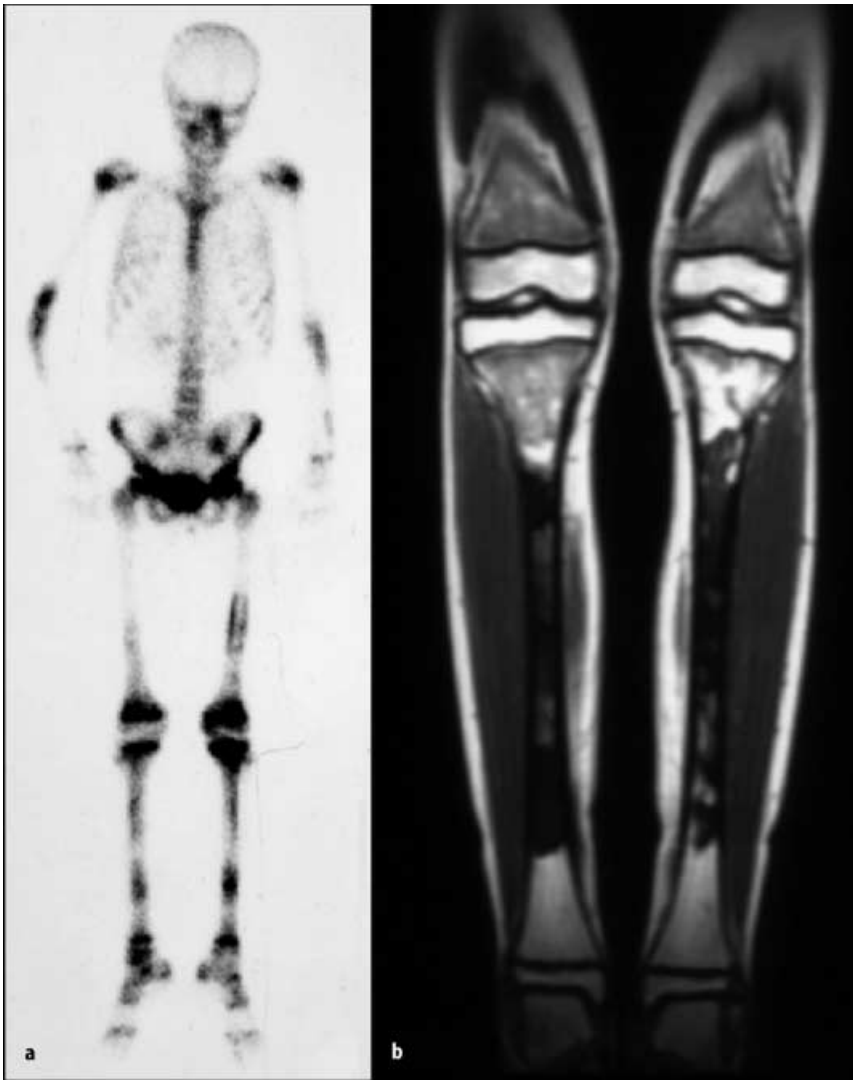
b ▲ Diaphysär betonter polyostotischer Lymphombefall (a). Periostale Anreicherung am distalen Femur links. T1-gewichtetes koronares MRT mit hypointens zur Muskulatur dargestelltem Tumorsignal (b)
